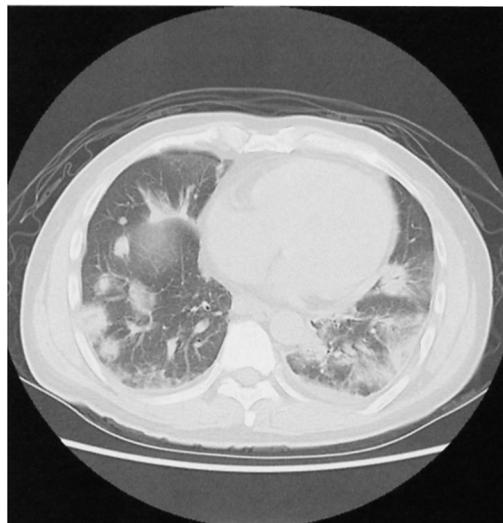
CT scan of the thorax
